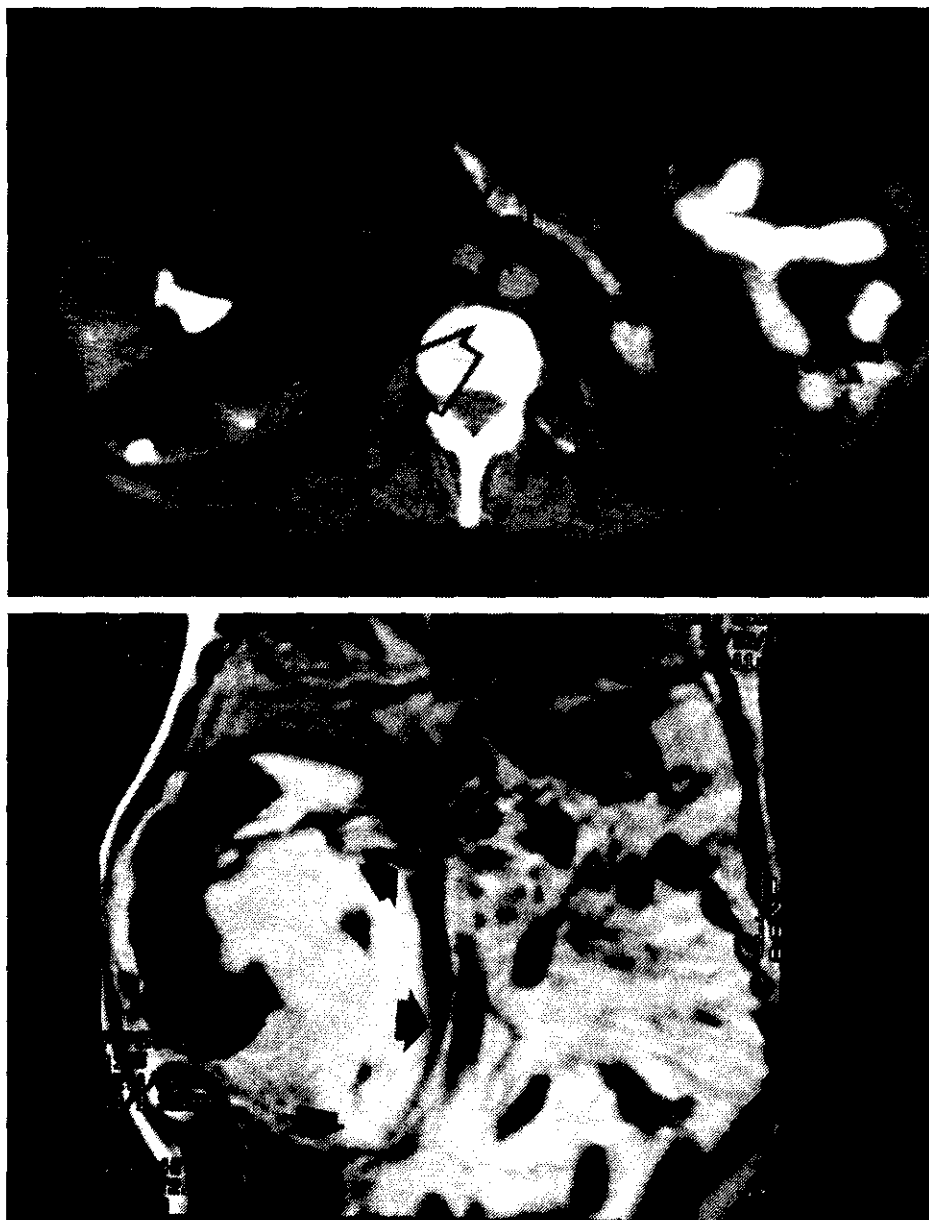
Lipomatosis del seno renal secundaria a PN xantogranulomatosa. 12A) proliferación pseudotumoral de la grasa del seno renal en la TC sin contraste (flechas). 12B) En la RM, corte coronal en fase SE-T1 que muestra una masa de alta intensidad de señal en el seno renal y que desplaza a la vena cava inferior (flechas).
